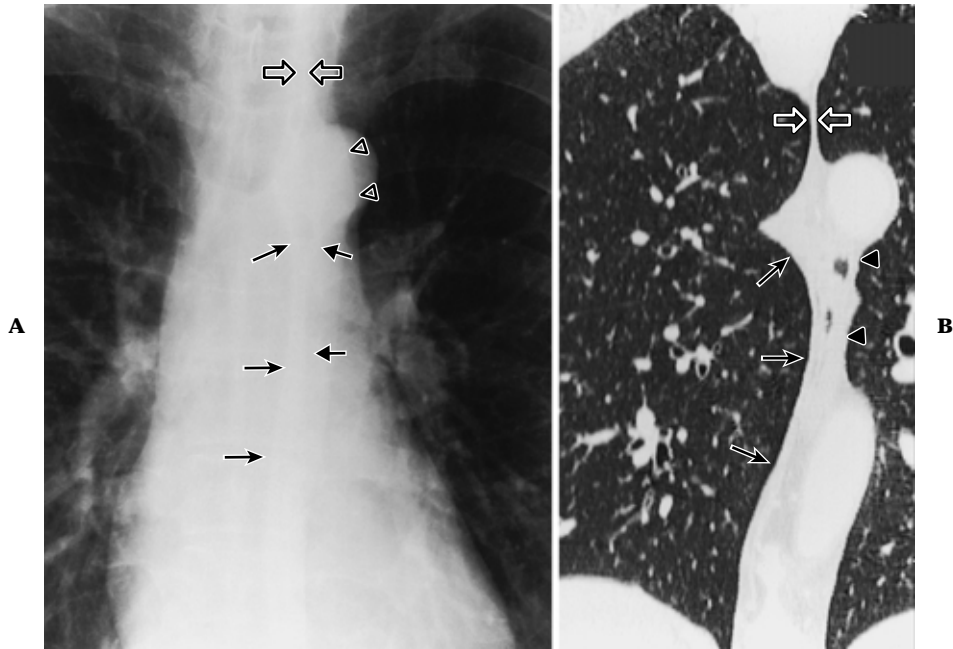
奇静脈・食道陥凹ならびに食道壁, 前大動脈陥凹, 後接合線の正常像. 胸部単純 X 線正面像 (A) で縦隔影のほぼ中央部に奇静脈食道陥凹 (→) が見られ, その左側の 大動脈弓下方には前大動脈陥凹 (⇨) が見られる. 奇静脈食道陥凹と前大動脈陥凹の間 の食道に空気が存在するためにその透瞭像が見られている. マルチスライス CT による MPR 冠状断像 (B) と対応させると, 奇静脈食道陥凹 (→), 前大動脈陥凹 (⇨) 共に その成り立ちの理解が容易である. 大動脈弓上方には後接合線 (⇨) が, 大動脈弓と重な って大動脈肺動脈線 (▷) も見られている.
